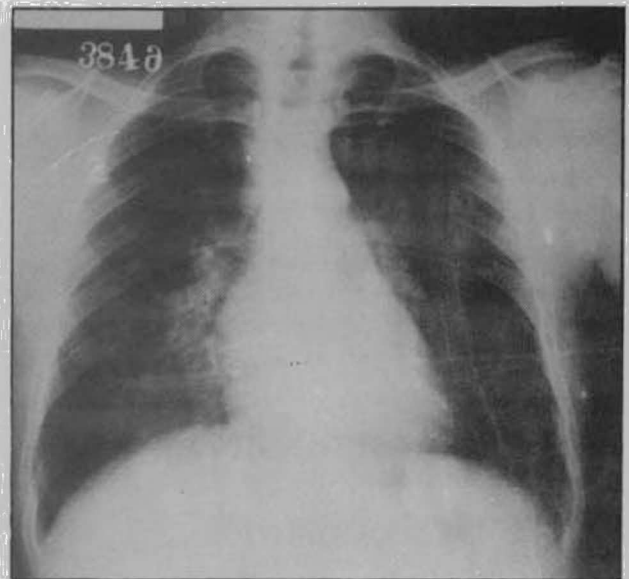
Telerradiografia torácica ao 6.º mês de corticoterapia: constata-se melhora significativa.
